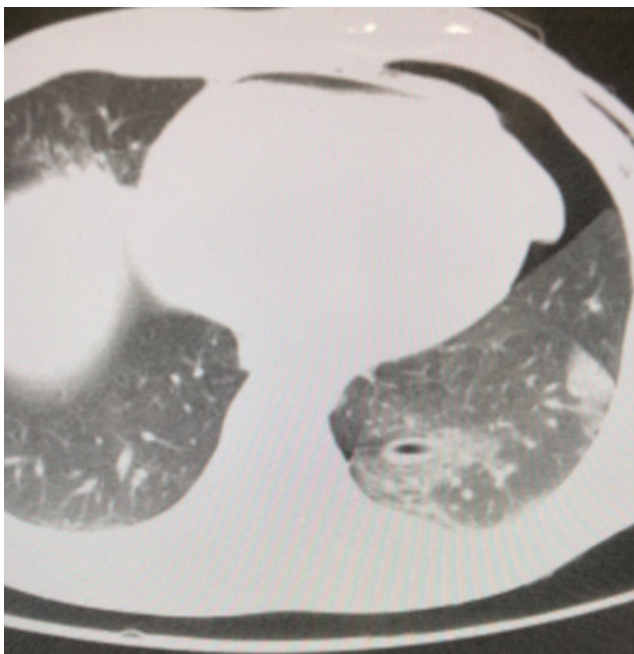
TC de tórax evidenciando pneumopericárdio.
